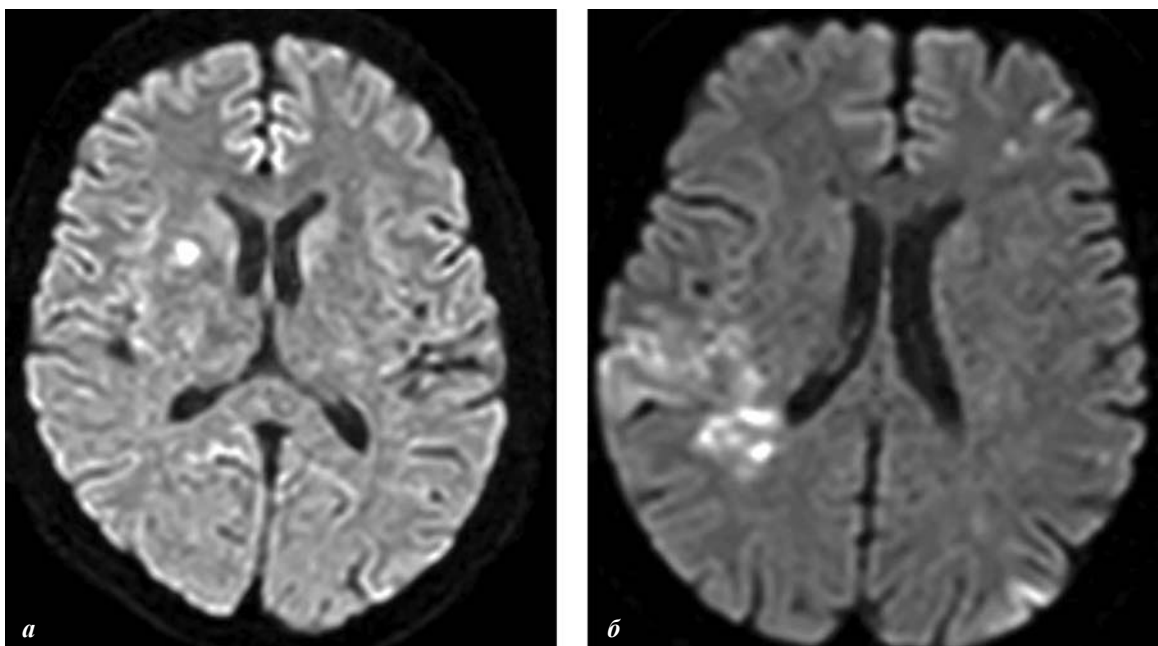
МРТ головного мозга пациентов с ТТП при ишемическом инсульте:
